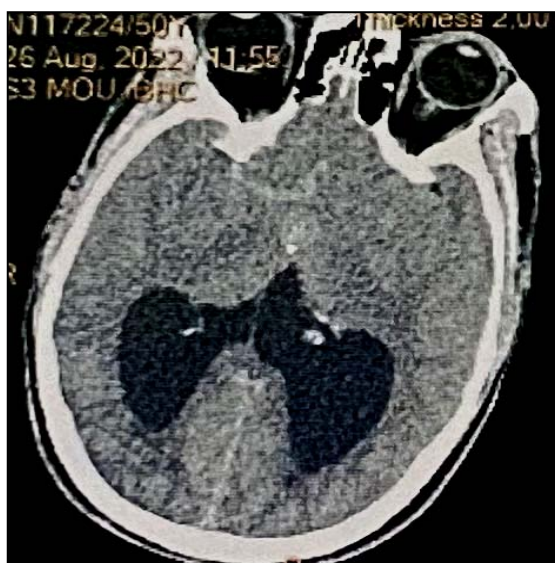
TDM cérébrale du patient numéro 1, coupe axiale injectée qui montre une formation arrondie appendue au V3 hyperdense homogène ne prenant pas le contraste avec une dilatation des deux ventricules latéraux (VL).
